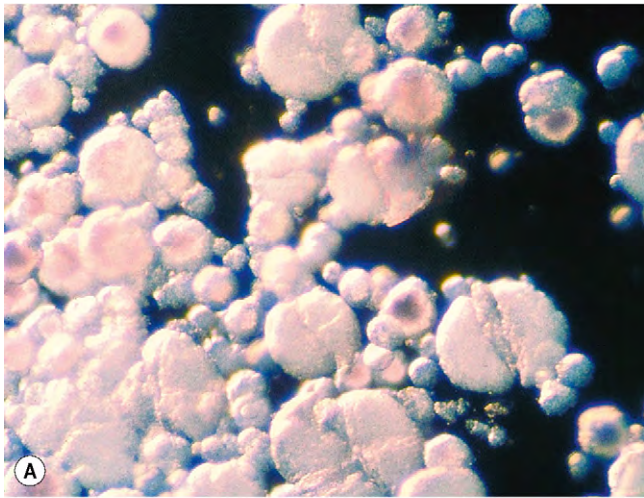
Hialosis asteroide. (A) Cuerpos asteroides iluminados por una luz oblicua; (B) leve; (C) grave; (D) imagen de ecografía en modo B.
